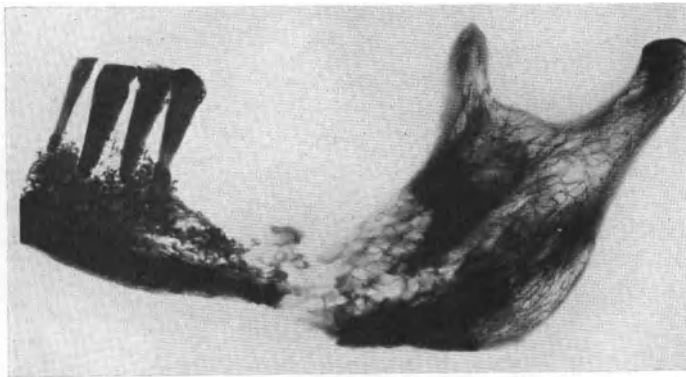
Röntgenaufnahme, vorgeschrittener Fall von Unterkiefercarcinom.
